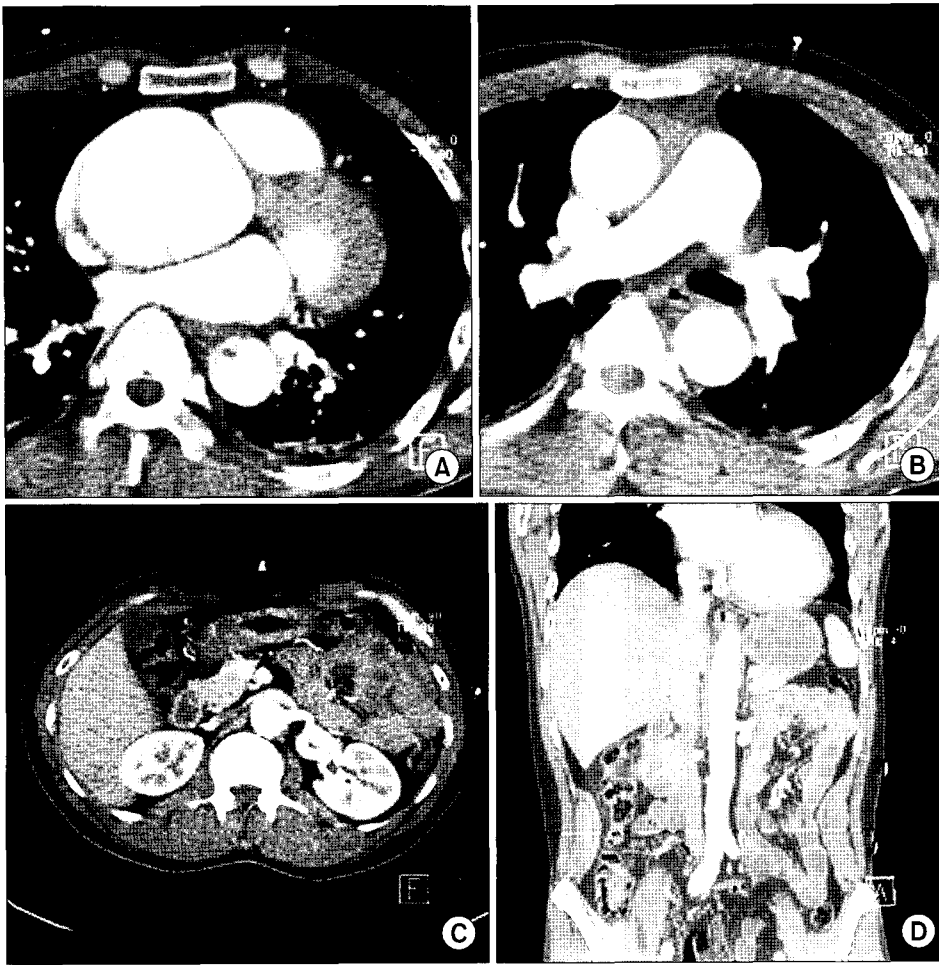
Preoperative CT shows anuloaortic ectasia (A), dissection in ascending and descending aorta (B, C), and left common iliac artery compressed by false lumen (D).
